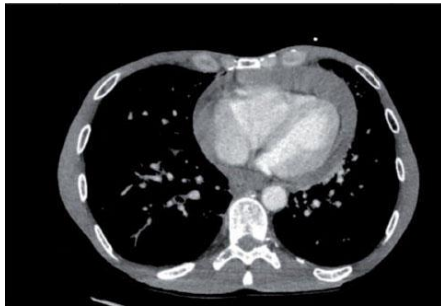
épanchement péricardique circonférentiel de grande abondance (CT)
